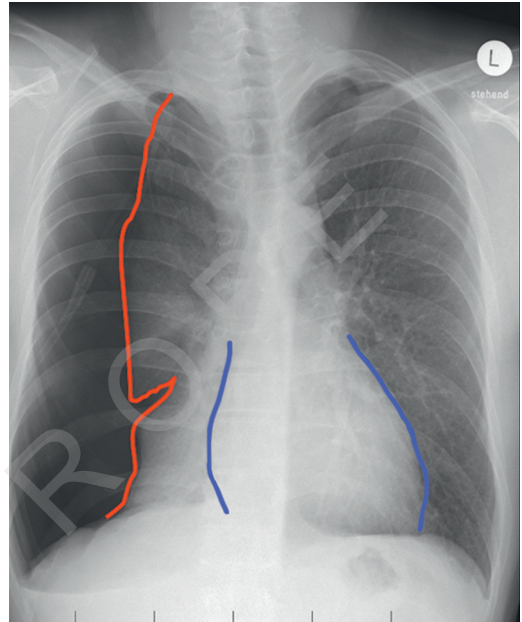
Röntgen-Thoraxaufnahme in p.a. eines traumatischen Spannungspneumothorax. Die rote Linie zeigt die Lungengrenze der kollabierten Lunge, die blaue Linie verdeutlicht anhand der Herzsilhouette die Mediastinalverschiebung nach links. [T579]
